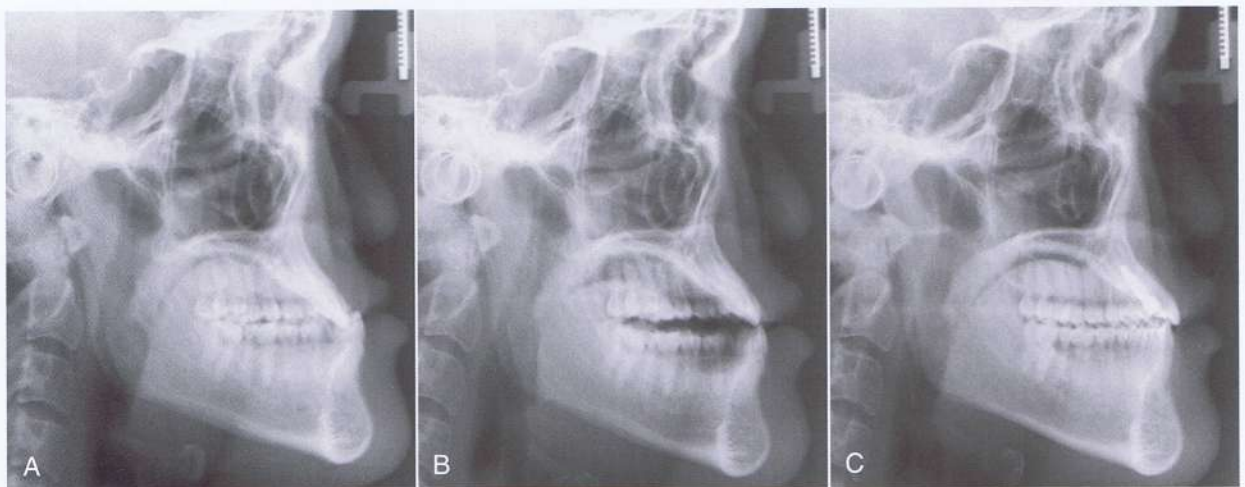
Radiografías cefalométricas de CJ: (A) oclusión centrada pre-tratamiento (B) relación centrada pre-tratamiento y (C) radiografías post-tratamiento.
